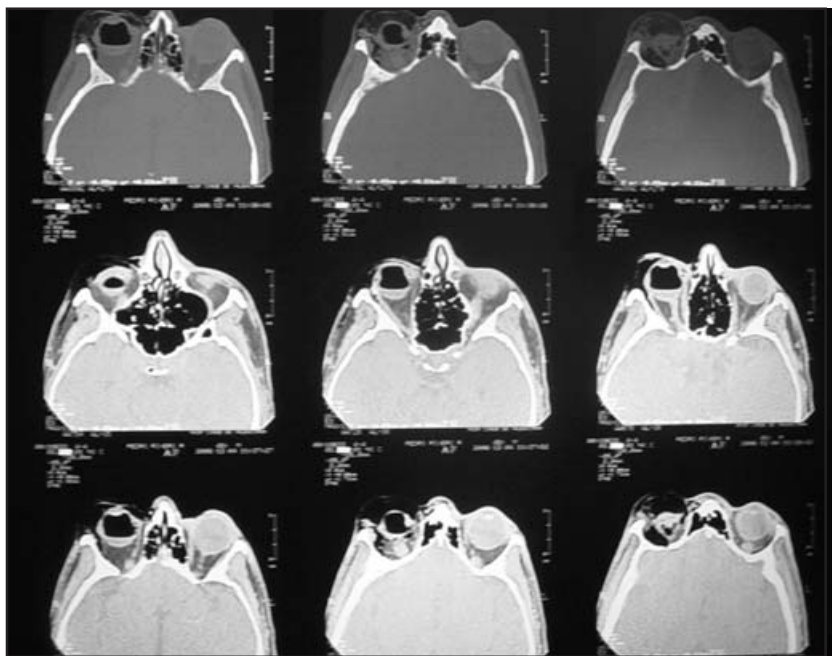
Tomografía axial computarizada.
